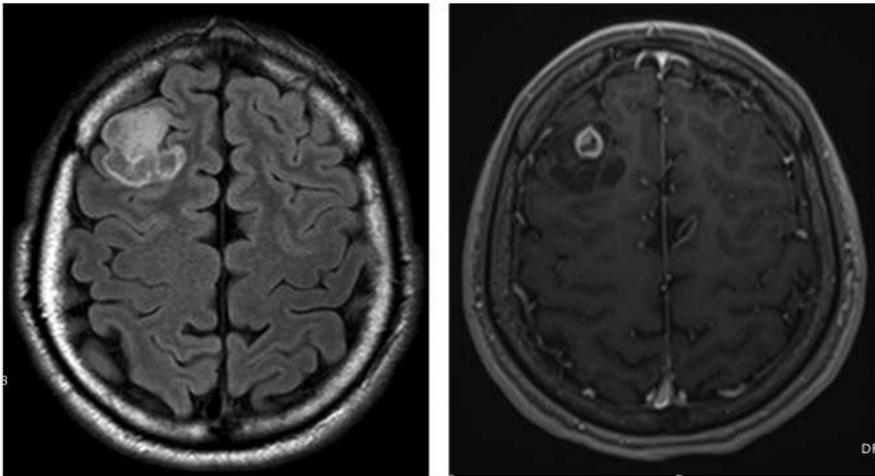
Tumor neuroepiteliomal disembrionálico. Imágenes axial FLAIR y T1 ponderado en un joven de 17 años con convulsiones motoras focales que afectan la parte izquierda de la cara, las cuales pueden generalizarse secundariamente, demuestran una lesión cortical frontal derecha no homogénea (panel izquierdo), la cual aumenta parcialmente (panel derecho).
